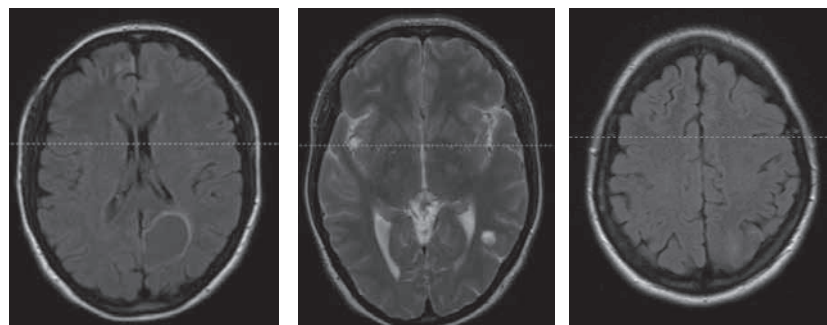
МРТ головного мозга от 6 апреля 2018 г.
